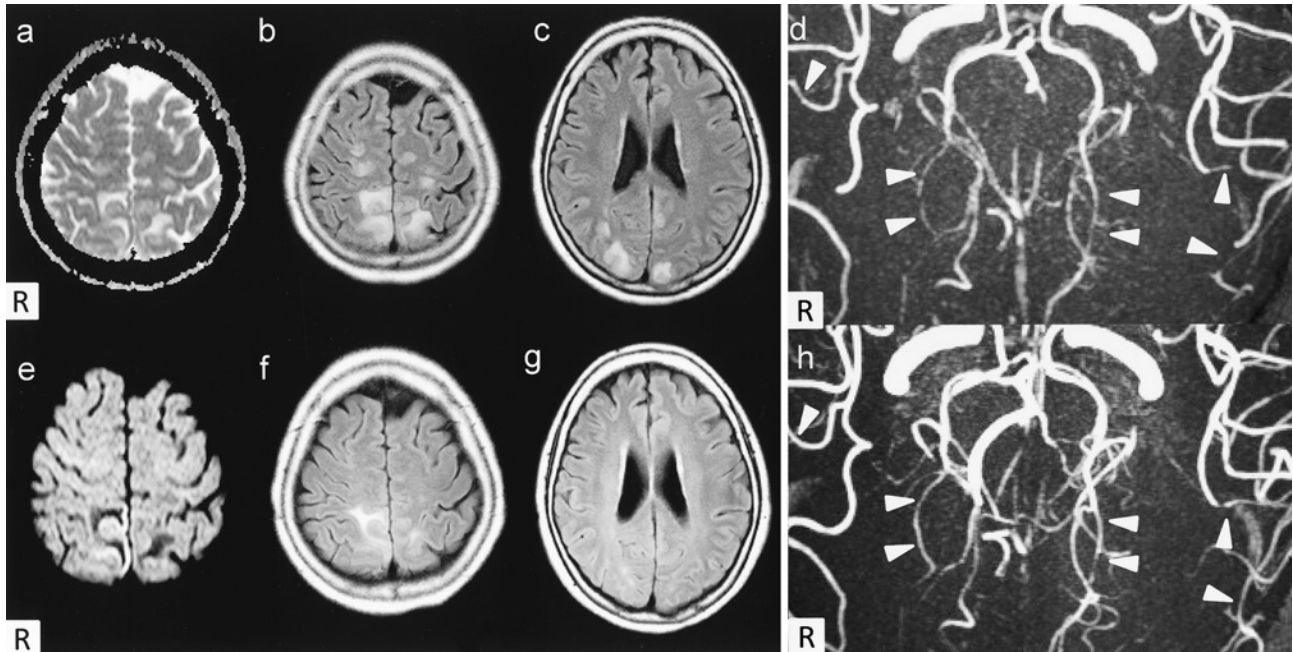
FLAIR MRI images on admission (b, c: axial image, TR 9,000/TE 110, Achieva 1.5T) show hyperintensity lesions in bilateral parieto-occipital lobes. ADC map (a: axial image, TR 4,377/ TE 67, Achieva 1.5T) and diffusion-weighted images (e: axial image, TR 4,377/TE 67, Achieva 1.5T) show vasogenic edema pattern. MRA (d: TR 23/TE 6.9, Achieva 1.5T) shows vasoconstriction of left MCA and bilateral PCA.
